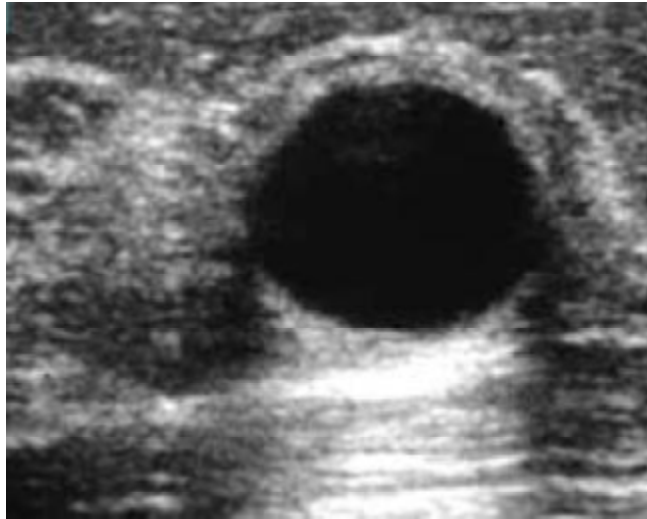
Aspect échographique typique de kyste simple [50]
